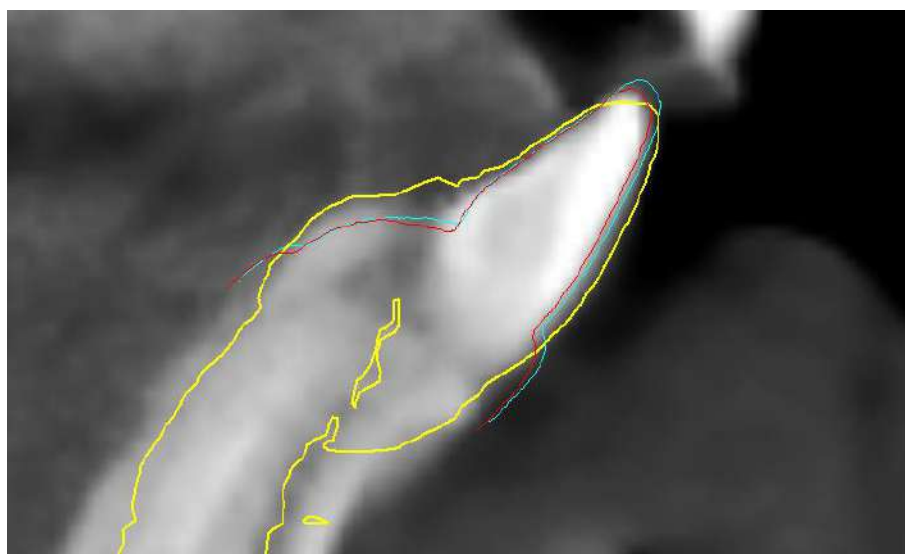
Контурное сравнение положения зубных рядов в автоматическом и ручном режиме при помощи маркировки областей интереса с положением сегментированных моделей зубов из КТ. Голубой цвет – автоматическое выравнивание, красный цвет – ручное, желтый цвет – сегментированная модель зубов из КТ
